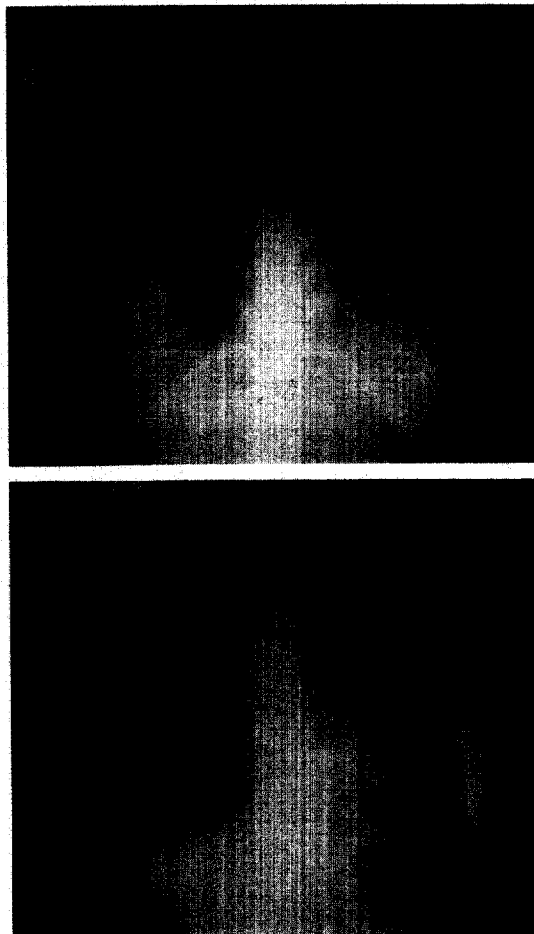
A. Chest X-ray shows diffuse consolidation on Rt. upper lobe and middle lobe and Lt. lower lobe.
